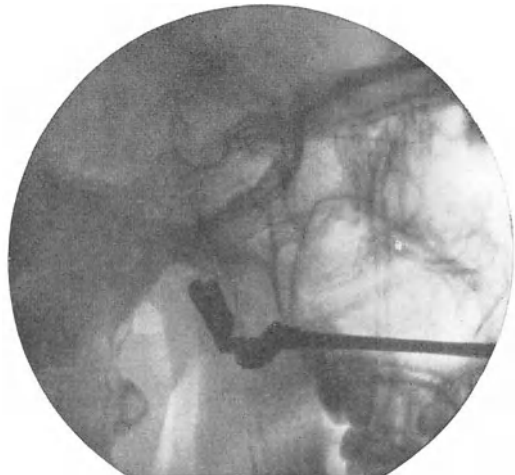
Röntgenbild eines Nasopharynx-Applikators bei der Behandlung eines Tumors oben am Dach des Nasopharynx.
